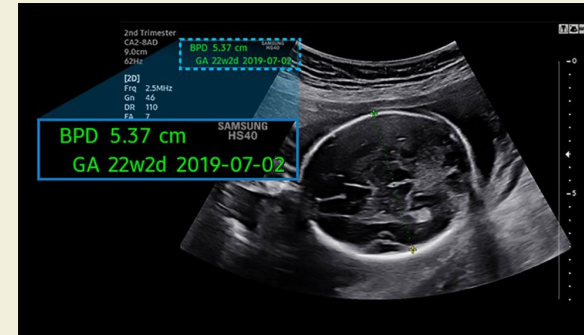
Medición del diámetro biparietal con BiometryAssist Fuente: MedImaging "Tecnologías de ultrasonido con IA mejoran el cuidado fetal" 2020.
